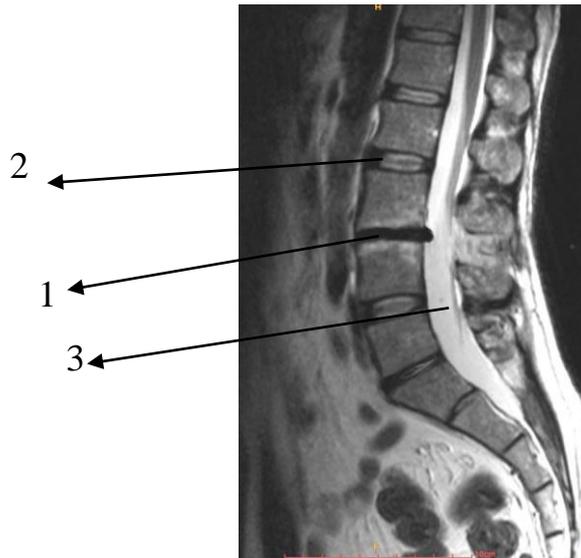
МРТ пояснично- крестцового отдела больной О. через 3 месяца после хирургического лечения. Стрелками обозначены:
